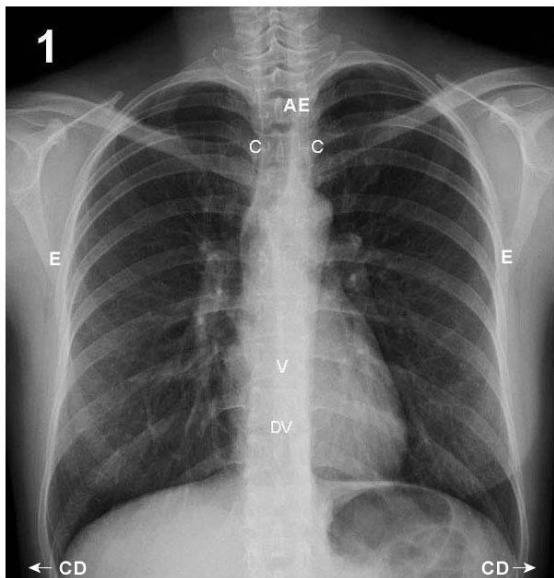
Captura de pantalla de la página principal de Radiografía de Tórax. Universidad Católica de Chile.
